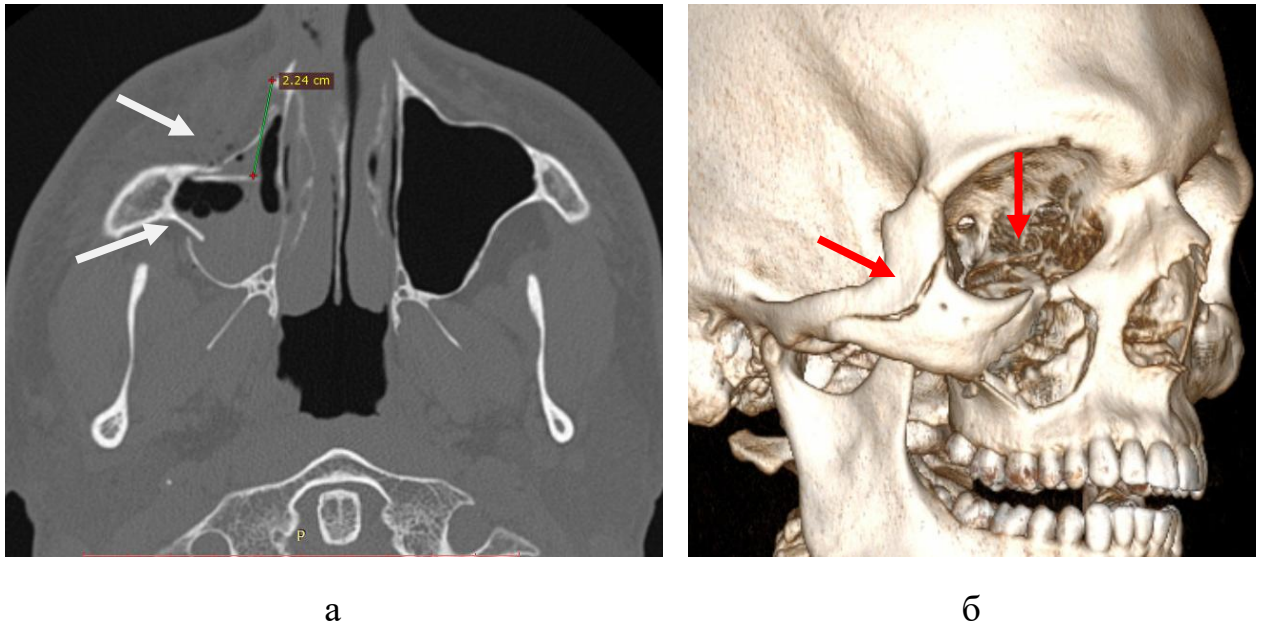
Зріз у аксіальній проєкції (а) і в режимі 3D-реконструкції (б) МСКТ хворого Н., 19 років, історія хвороби № 4.3838, при госпіталізації: стрілками відмічено місця переломів (пояснення в тексті).
